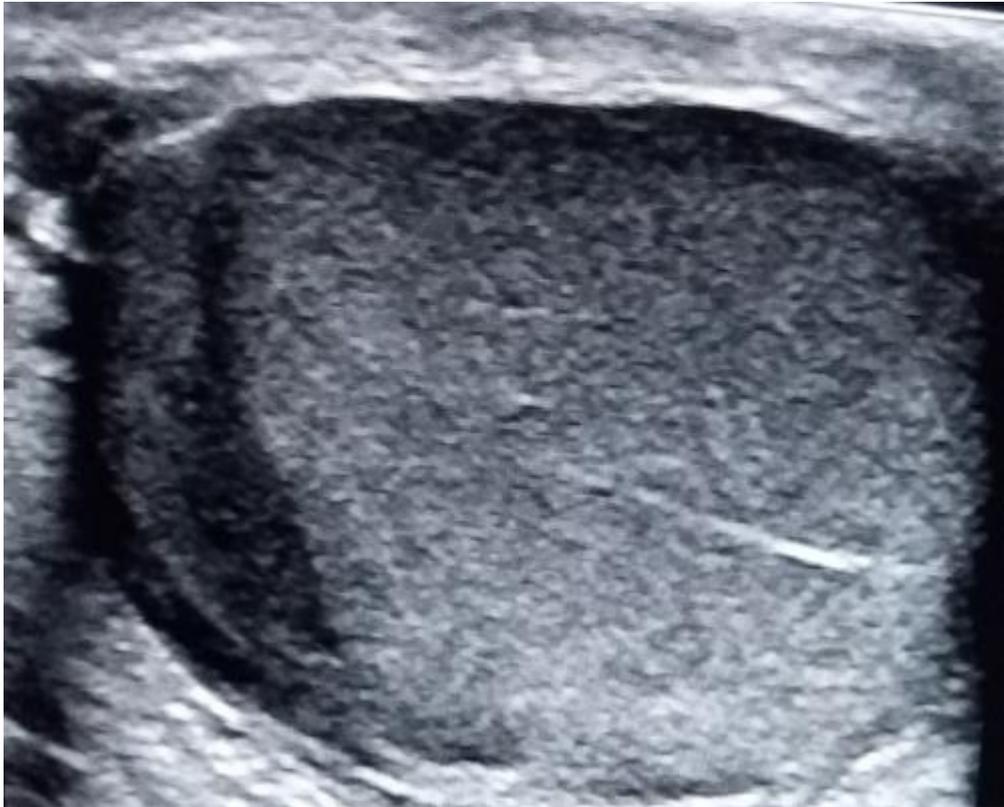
Ecografía de teste derecho: imagen hipoecogénica mal definida en su posición posterolateral izquierda de aspecto T.
